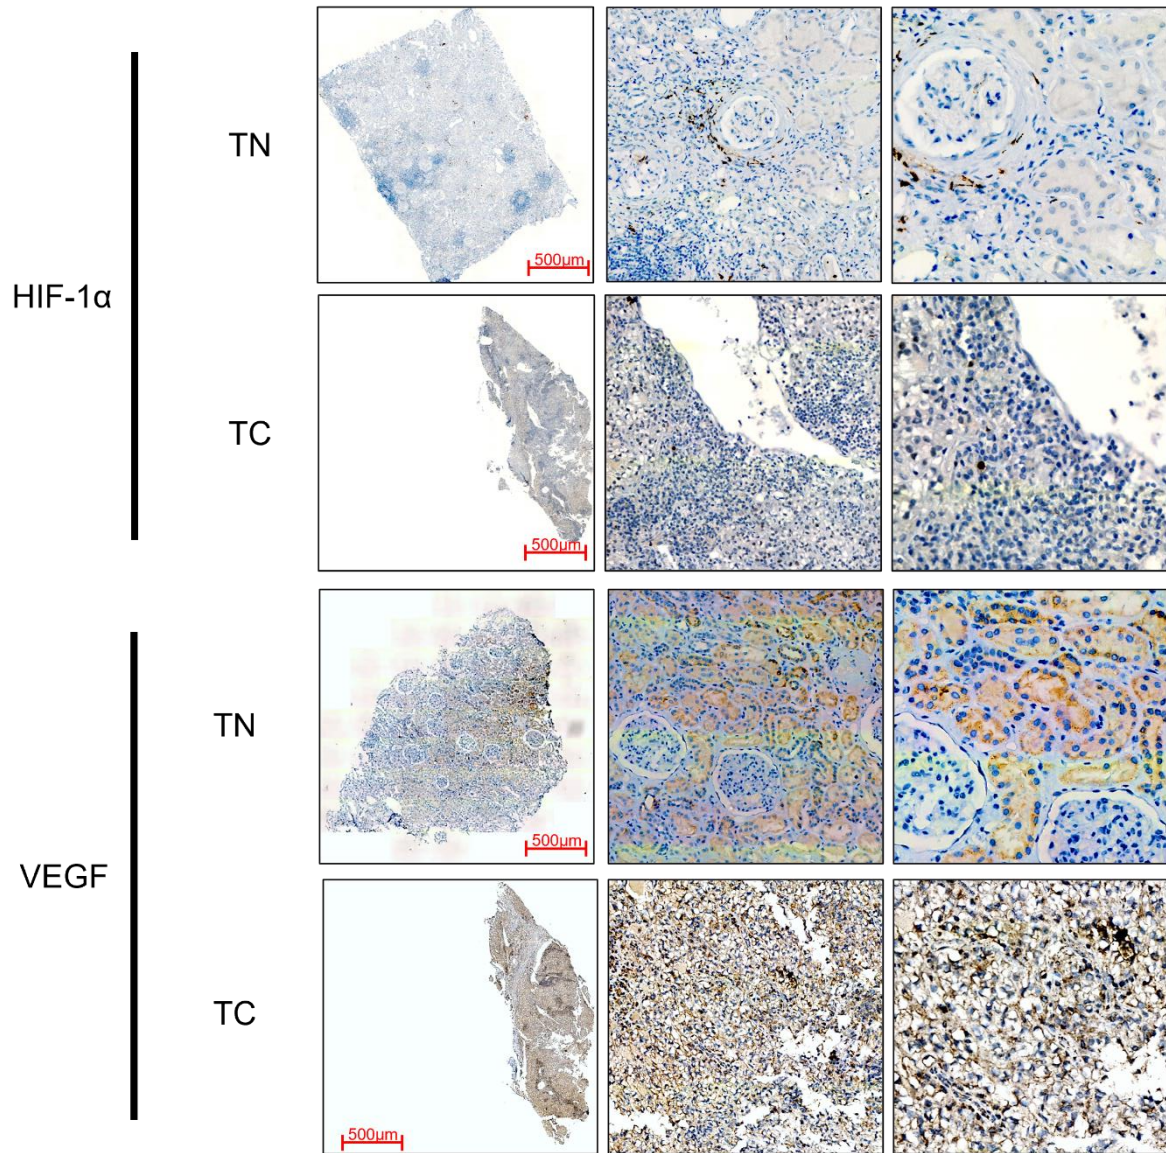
Inmunoexpresión de las moléculas establecidas como marcadores de CCR. Se muestran las imágenes representativas de la expresión por IHQ de las proteínas PAX8, VHL, HIF-1 α y VEGF en TN y TC de pacientes con cáncer renal.
